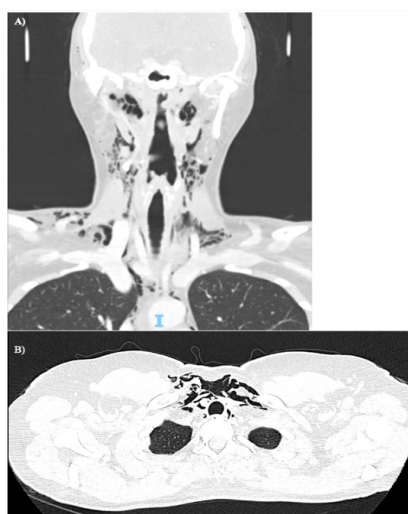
Tomografía computarizada de cuello y tórax. A) Corte coronal que evidencia enfisema extenso de partes blandas cervicofaciales, con extensión a los compartimentos superficiales y profundos del cuello. B) Corte axial que muestra neumomediastino.
